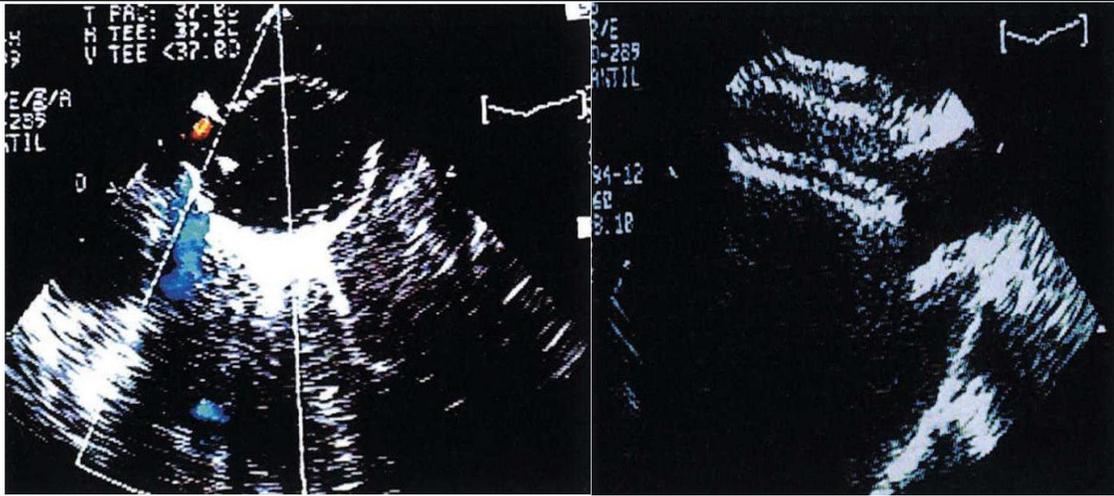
Arriba izquierda: imagen de CIA con Doppler color. Arriba derecha: imagen de fosa oval multiperforada. Abajo izquierda: imagen ecográfica de tallado de CIA con balón. Abajo derecha: control de ETE tras implantación de Amplatzer.
